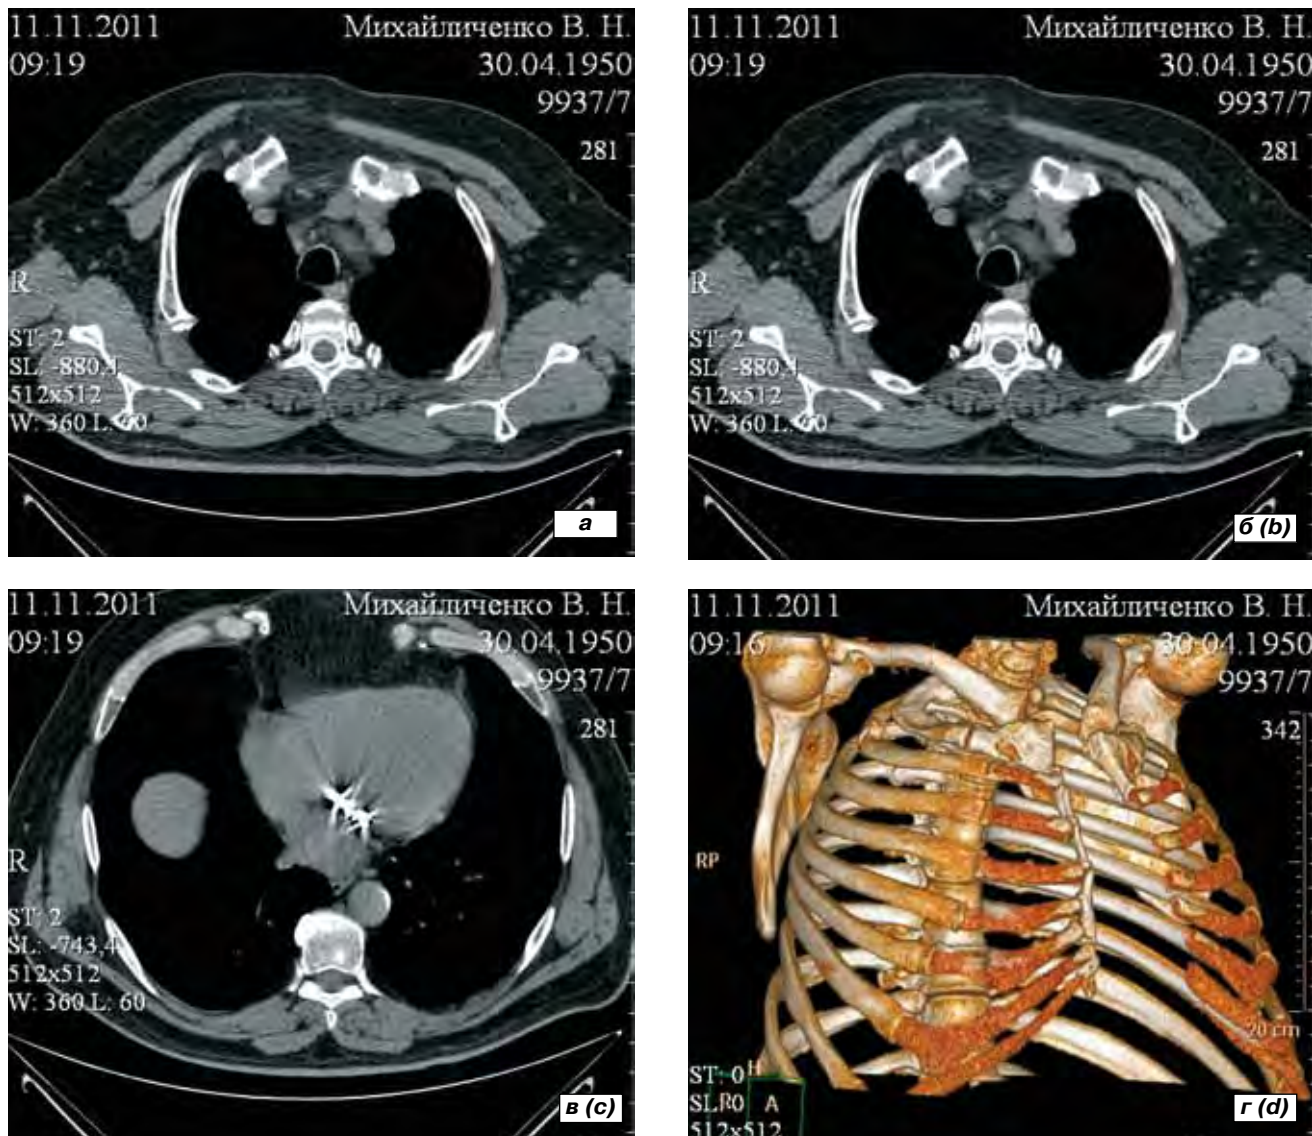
МСКТ грудной клетки
